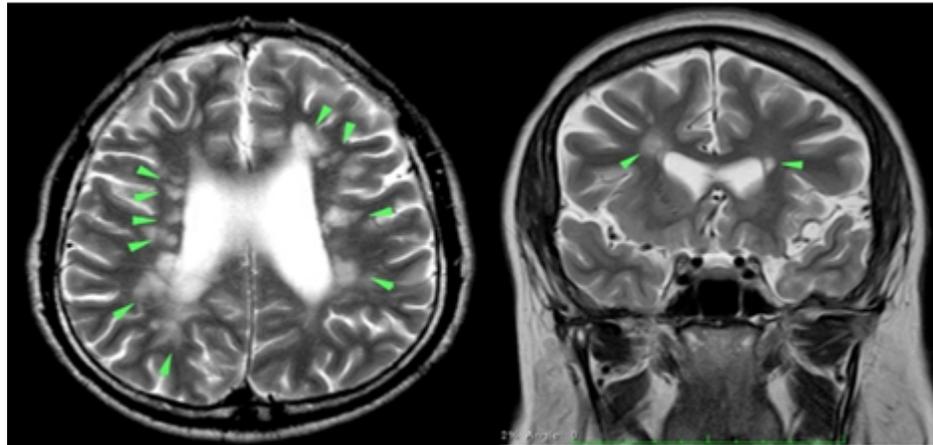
Patología cerebral en la RM. Lesiones cerebrales en Dedos de Dawson y otras típicas de Esclerosis Múltiple. a. Corte axial en T2 de paciente con múltiples lesiones periventriculares (flechas) que son típicas de EM en forma de Dedos de Dawson. Suelen ser bilaterales y simétricas. b. Corte coronal de cerebro con lesiones en Dedos de Dawson periventriculares (RM de un paciente de la muestra del presente estudio, 2012). Existen lesiones hiperintensas en T2 localizadas en sustancia blanca (ver figura 4)
